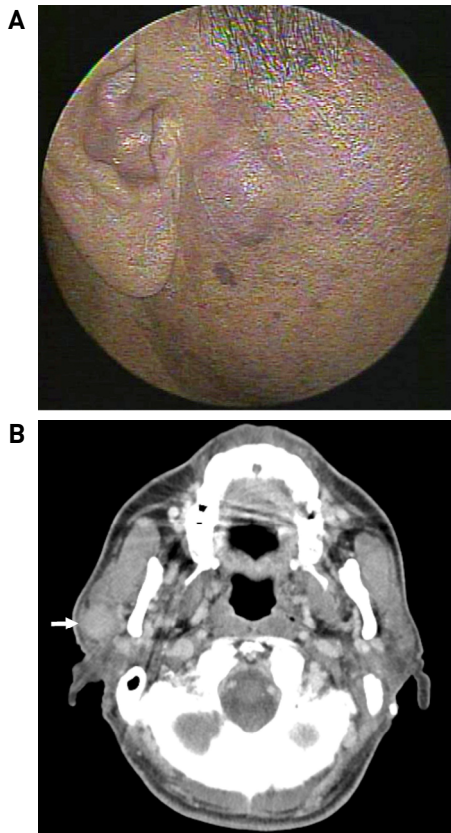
Facial photography (A) and computed tomography (CT) scan (B) of the patient at initial visit. (A) A smooth and rounded mass was palpated in the right infraauricular area. (B) Neck CT showed 2.7cm sized mass with a clear borderline and contrast enhancement in the right parotid gland (white arrow).
